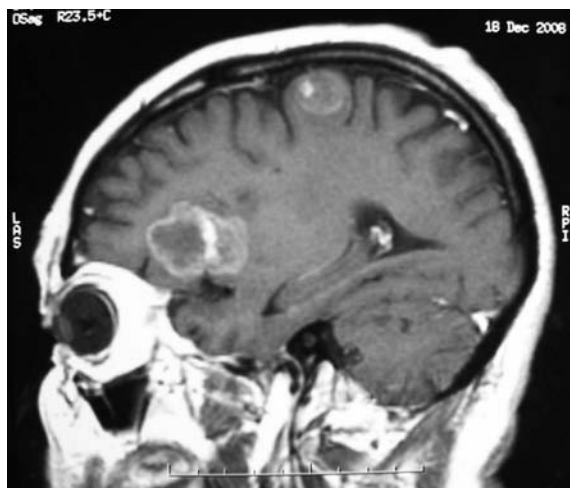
RM de cerebro (corte sagital, imagen ponderada en T1 con gadolinio): imágenes compatibles con abscesos en región frontal corticosubcortical y frontobasal derecha que refuerzan en forma periférica con el contraste paramagnético y presentan imágenes compatibles con nódulos murales.
